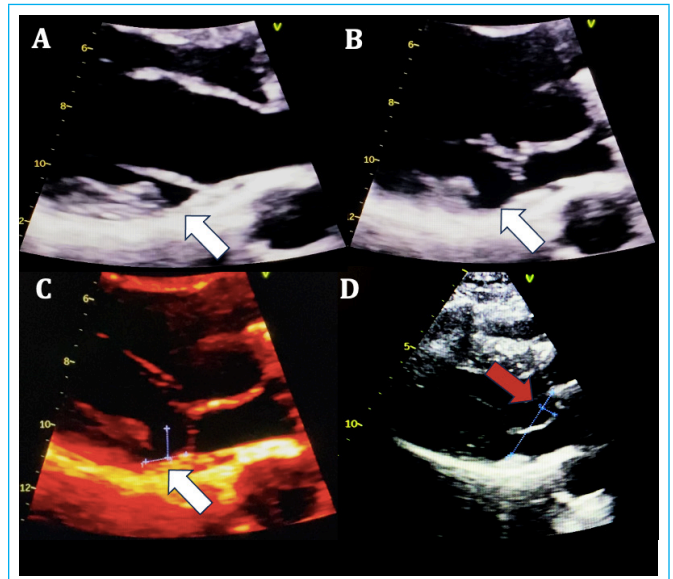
Ecocardiograma transtorácico modo 2D en una vista paraesternal eje largo: se observó disyunción del anillo mitral (flechas blancas) en diástole (A) y sístole (B y C), y prolapso (flecha roja) de la valva anterior de 7 mm (D).
